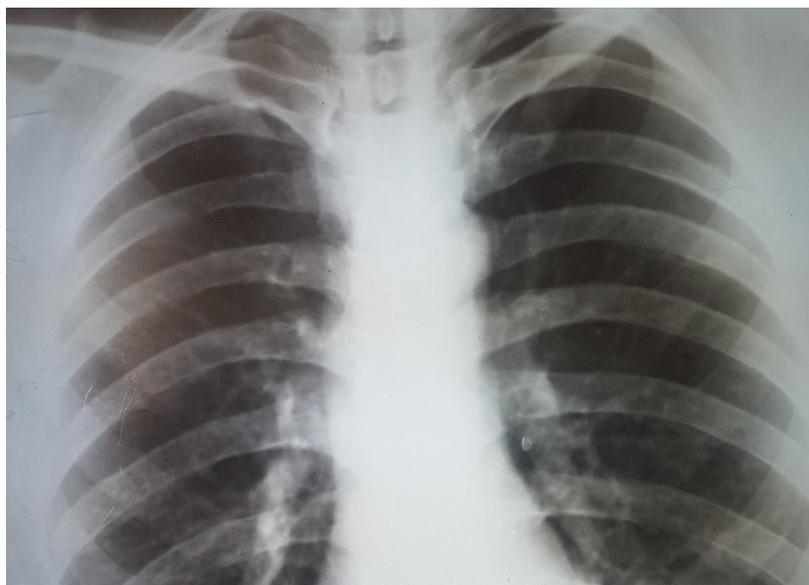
Обзорная рентгенограмма грудной клетки. Легкие расправлены.
